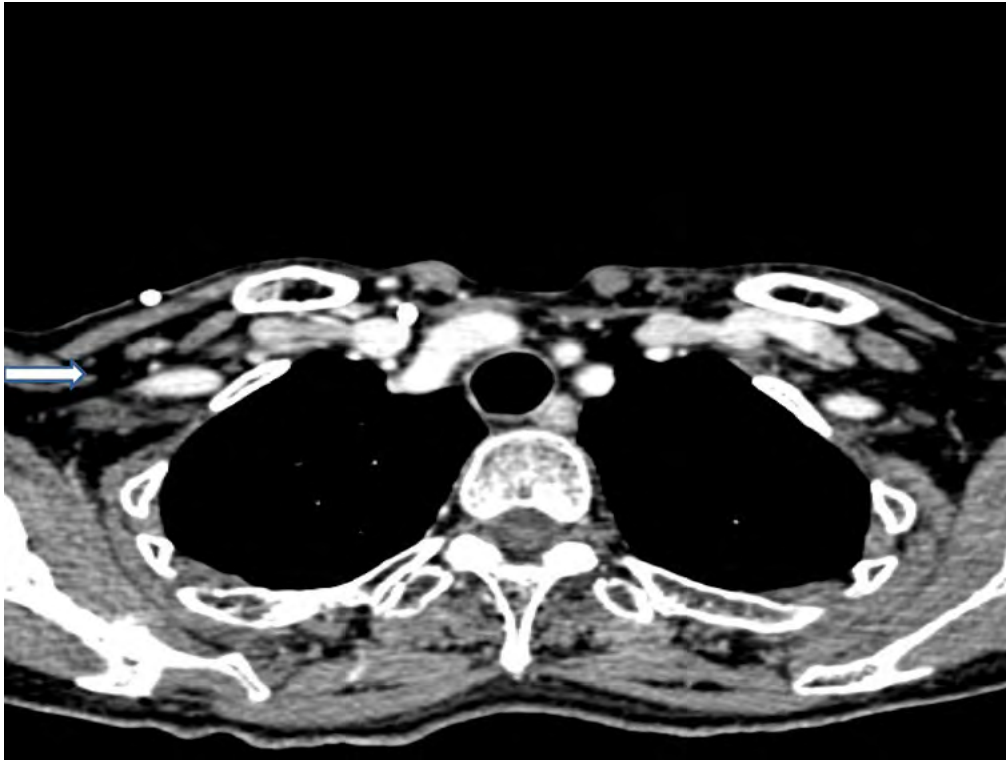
TAC torácico 3 años después sin evidencia de adenopatías
